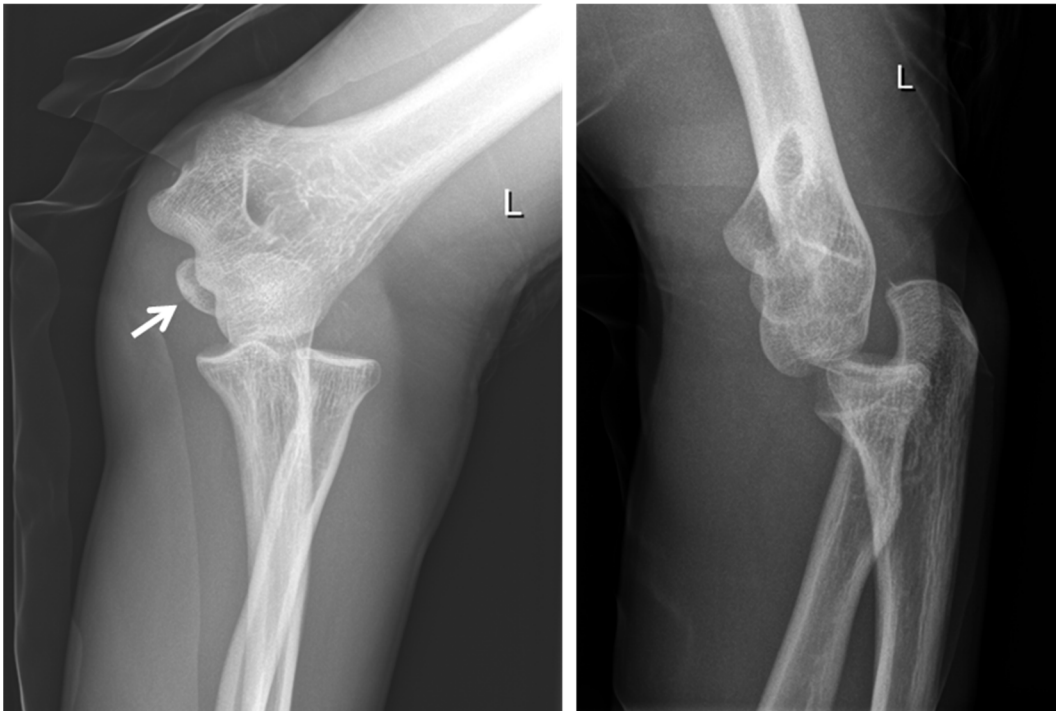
Röntgenaufnahmen eines 17-jährigen Jungen mit Ellenbogenluxation und Epicondylus ulnaris Fraktur
